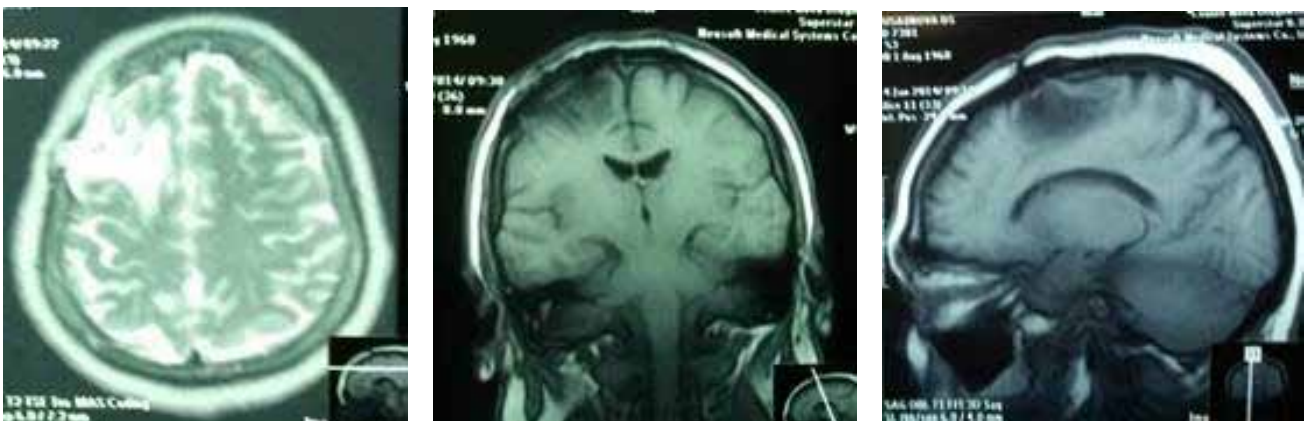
МРТ головного мозга, после операции 5 мес.
